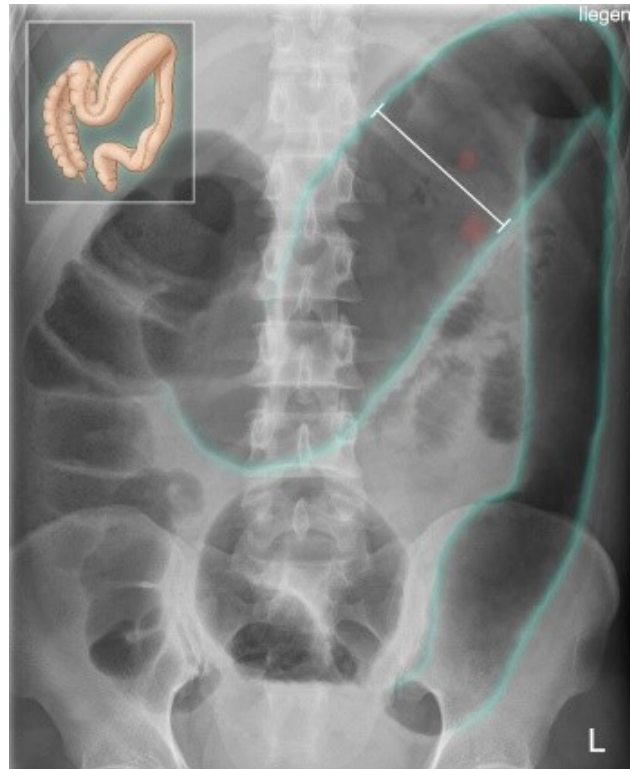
Toxisches Megakolon bei CU (Röntgen-Abdomen); Deutliche Dilatation von Kolons ascendens und transversum – Kolondurchmesser > 6cm; aus (38)
